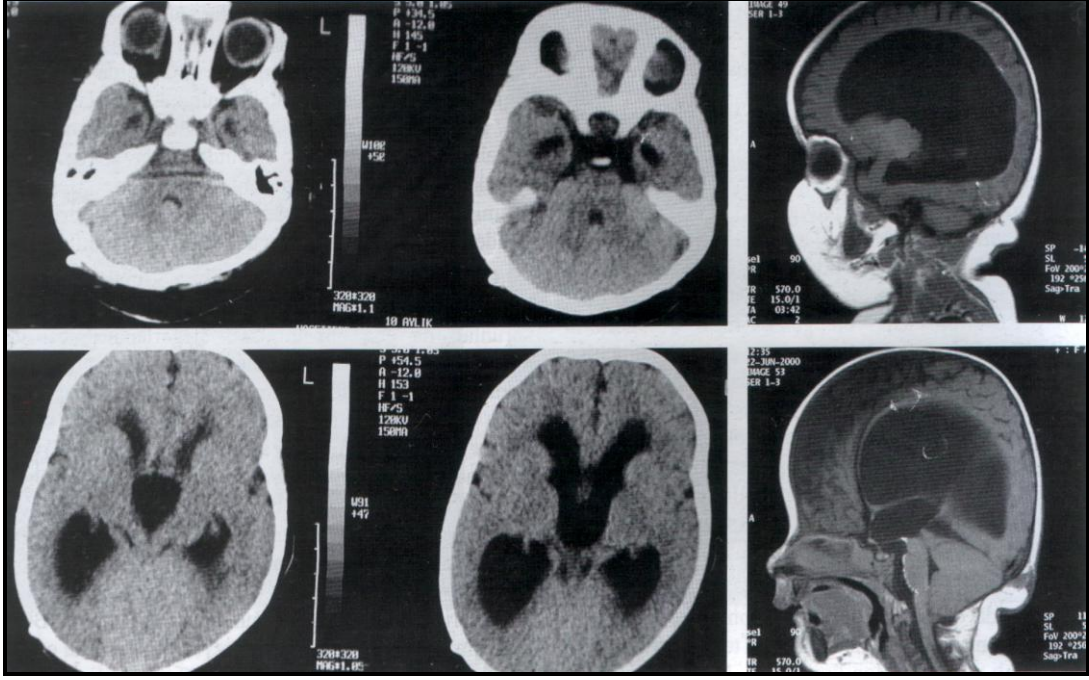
Nonobstrüktif Hidrosefali MRG Görüntüsü
